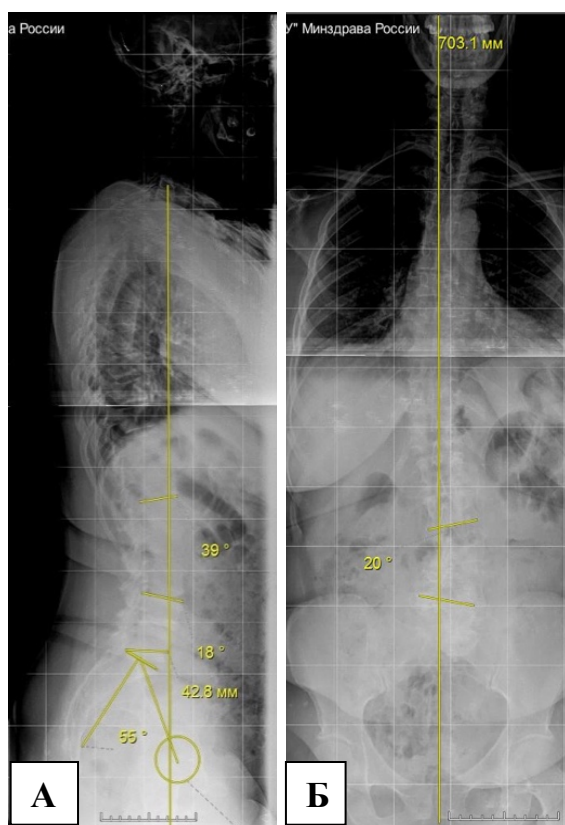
Телерентгенограммы пациентки Б., 55 лет, (III КММ) в боковой (А) и прямой (Б) проекции с признаками дегенеративного сколиоза (20°) с вершиной на уровне L3 позвонка и сбалансированными параметрами позвоночно-тазовых взаимоотношений
